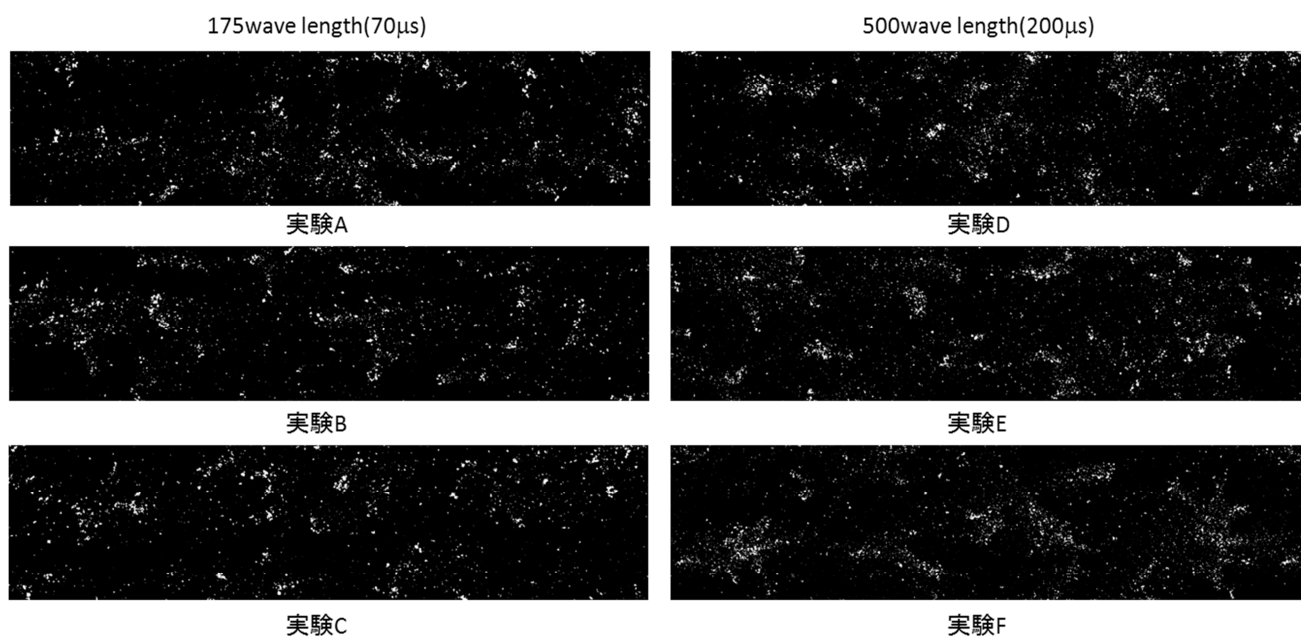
気泡破壊超音波照射時間と微小窪み観察結果 (左:175 波 70μs 右:500 波 200μs)
